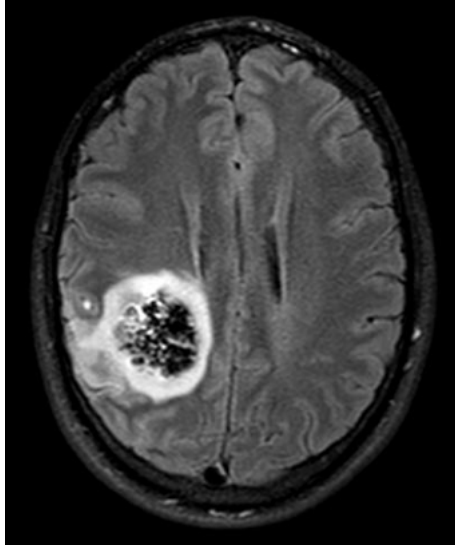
Apparition d'une couronne d'œdème péri-lésionnelle sur l'IRM (séquence FLAIR) après embolisation d'une MAVc pariétale droite à l'origine d'un effet de masse sur les structures médianes
